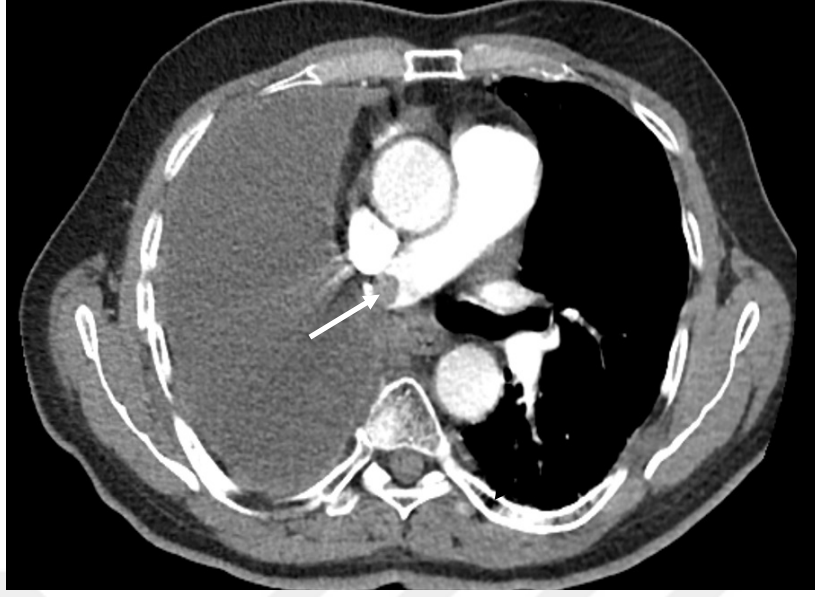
6 no' lu hastanın BT görüntüsü (sol üst pulmoner arter güdüğünde trombüs)
